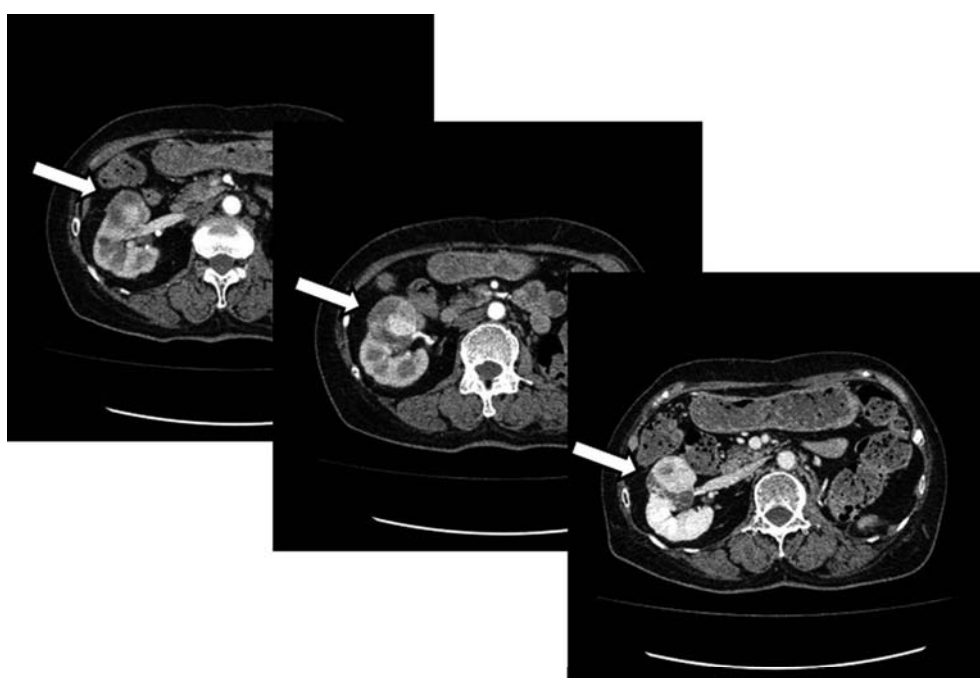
Abdominal CT before presurgical therapy for renal tumor. Abdominal CT showed a 4.7 cm enhanced solid tumor (arrow) in the solitary right kidney which was close to the right renal artery and vein.
